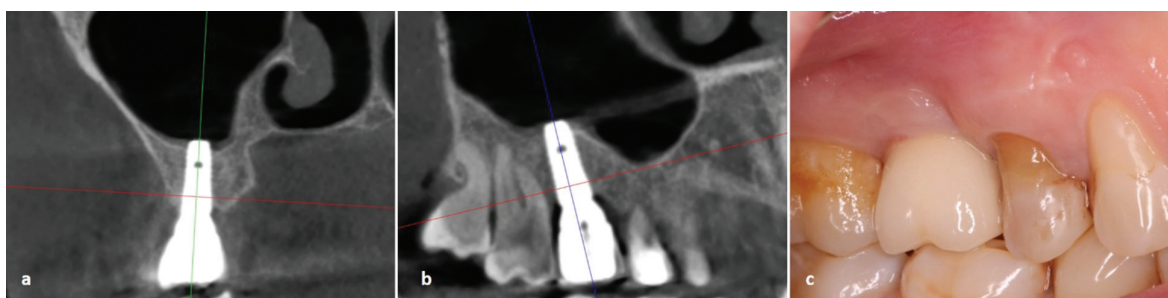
Pacient B. Fragment din CBCT la 1 an postprotetic (a,b); aspectul mucoasei și a coroanei cu suport implantar la 1 an postprotetic (c).
